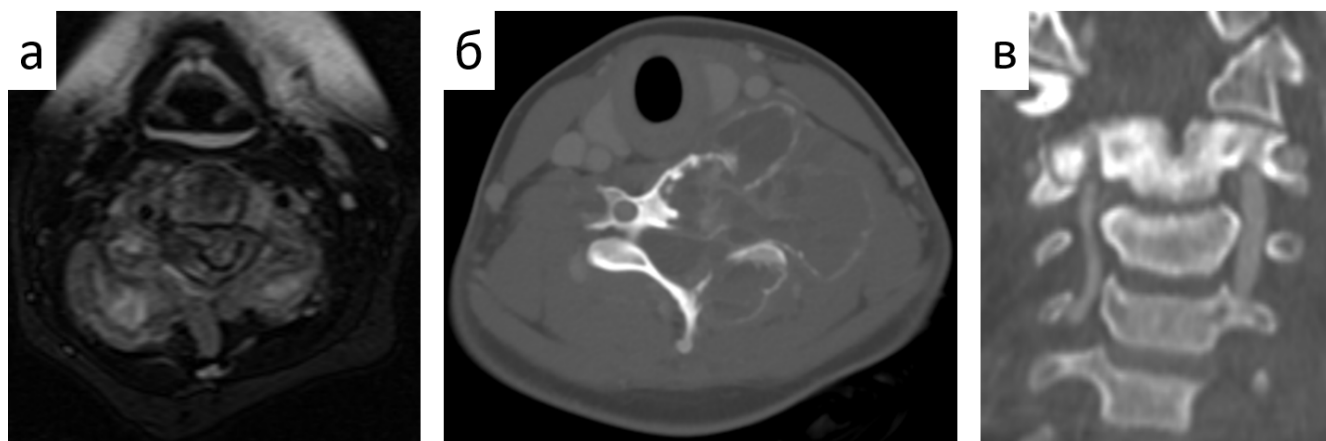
Лучевые данные пациентов с вовлечением позвоночной артерии (а – аксиальный срез МРТ пациентки с саркомой Юинга С3 позвонка с двухсторонним вовлечением позвоночных артерий, б – аксиальный срез КТ-ангиографии пациентки с АКК С5 позвонка с вовлечением левой артерии, в – фронтальный срез КТ-ангиографии пациента с остеоид-остеомой С2 позвонка, прилежащей и компрессирующей правую артерию)
